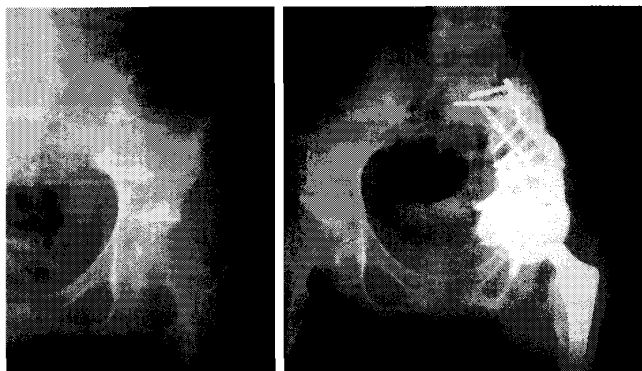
腸骨に発生したESFT. 手術前単純X線写真(左). 骨盤腫瘍用人工股関節を用いた再建(右).
